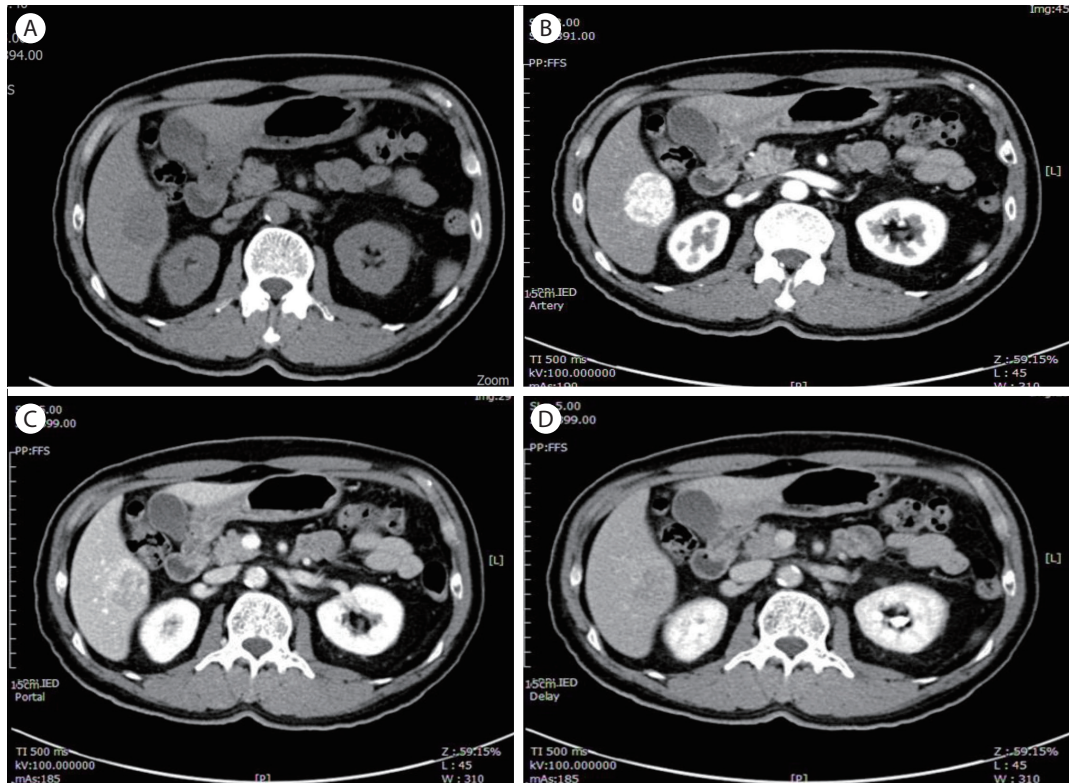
(A) Non-enhanced computed tomography shows a hypodense mass. (B) The mass is enhanced at the arterial phase. (C, D) The mass is washed out at the portal and delay phases.
